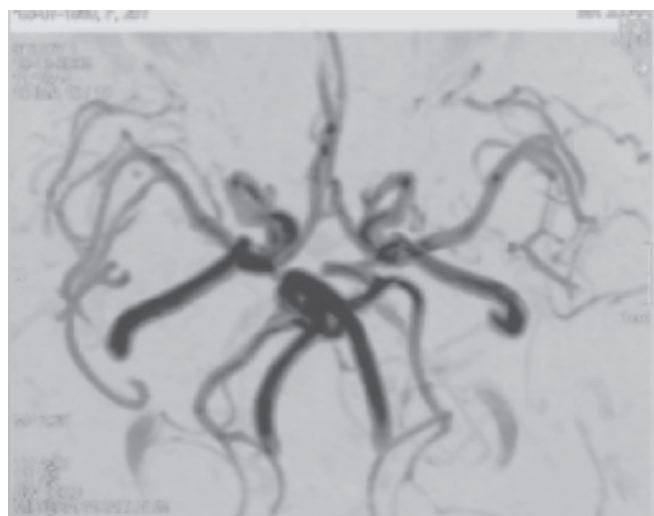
Angio-RM cerebral.
